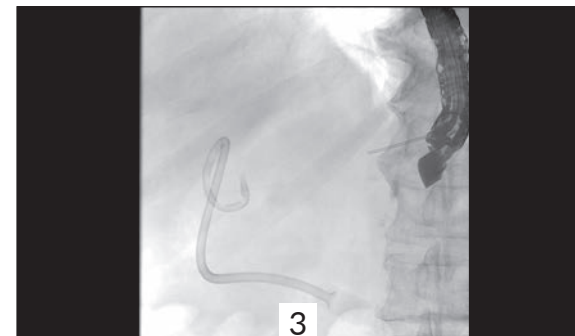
EUS ohne KM: In der Endosonographie und in der Durchleuchtung erkennt man zunächst keine Ursache für den Abszess. Nebenbefundlich die falsch liegende Drainage im linken Leberlappen.
